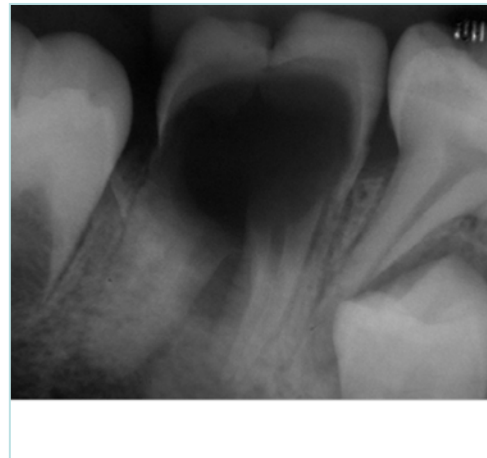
Radiografía periapical¹²
